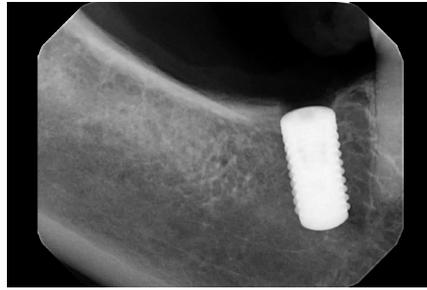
インプラント埋入後のX線写真。予定よりも深く埋入された
